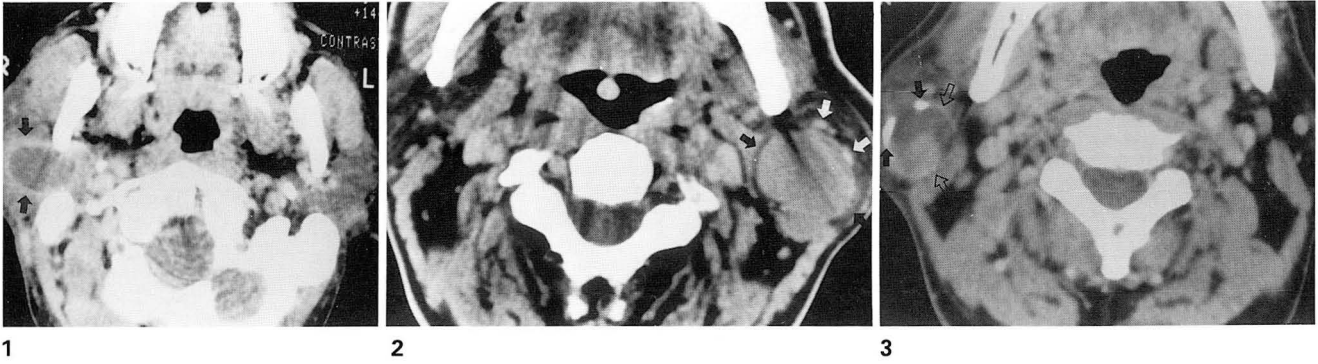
Pleomorphic adenoma in a 41-year-old man with right parotid mass. Enhanced CT scan shows irregular-margined enhancing mass with centrally low density in superficial lobe of right parotid gland(arrows).
